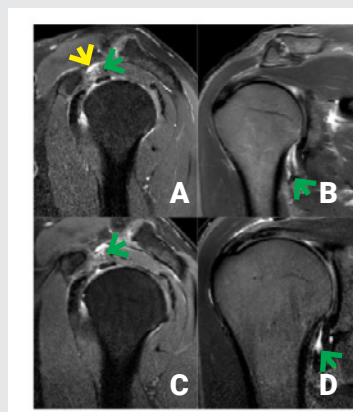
A-B) Resonancia magnética previa a la embolización. A) Secuencia PDW TSE SPAIR corte sagital que evidencia edema del intervalo de los rotadores (flecha verde) y la presencia de sinovitis (flecha amarilla). B) Secuencia STIR corte coronal que muestra edema del receso axilar (flecha). C-D) Resonancia magnética realizada 3 meses luego de la embolización. C) Secuencia PDW-SPAIR corte sagital que muestra disminución del edema a nivel del intervalo rotador (flecha). D) Secuencia STIR corte coronal que evidencia disminución del edema en el receso axilar (flecha).
